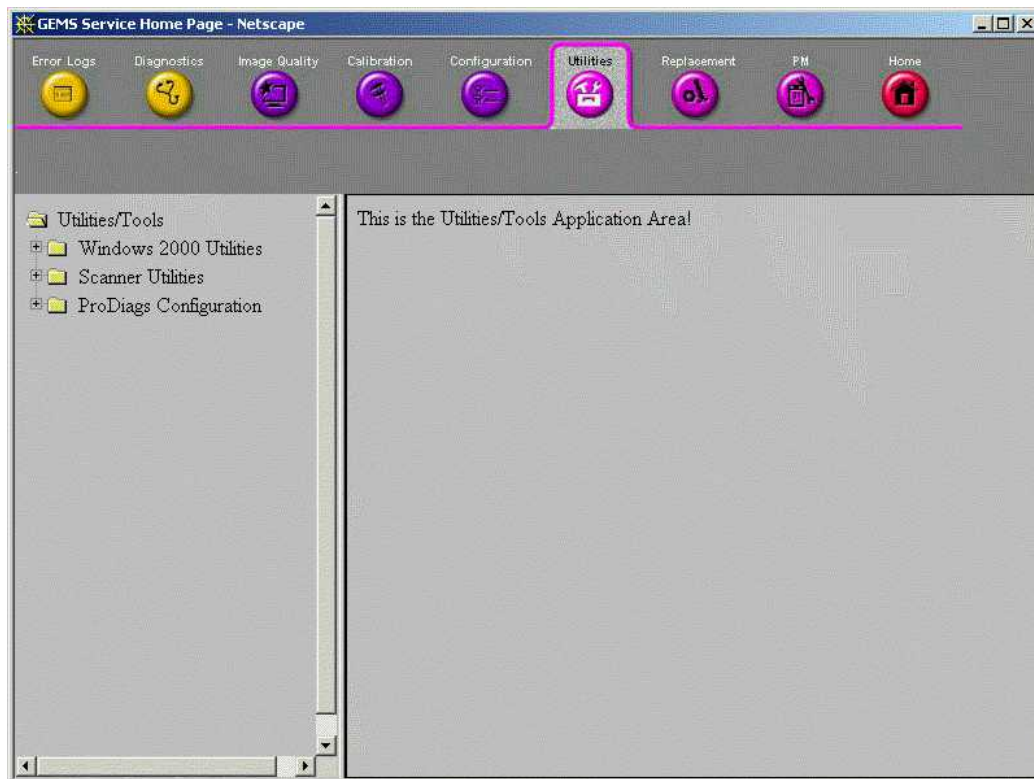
Page Utilitaires échographe
